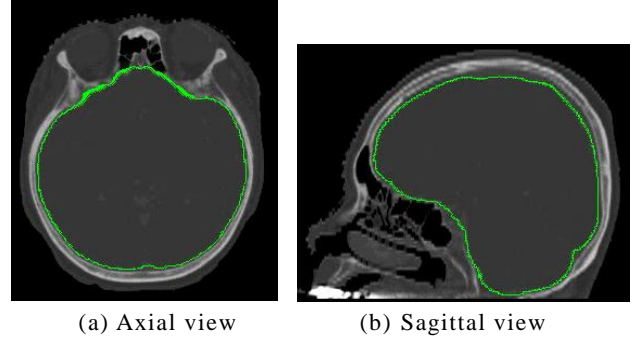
Result of brain segmentation of CTA image.
